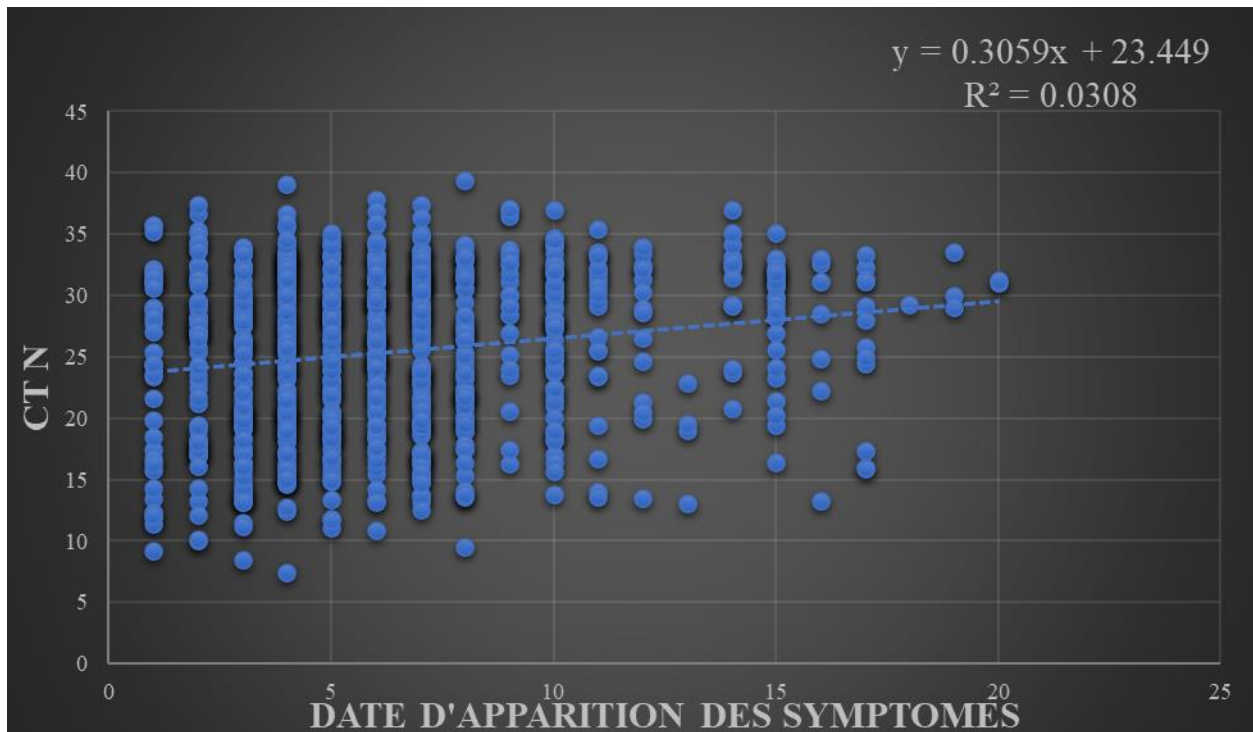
La répartition des CT du gène N selon les dates apparition des symptômes.
